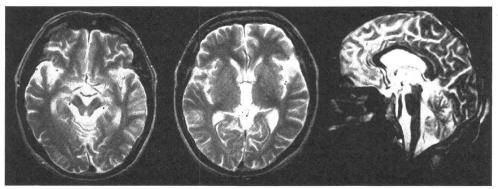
Brain MRI findings (T₂-weighted image)
